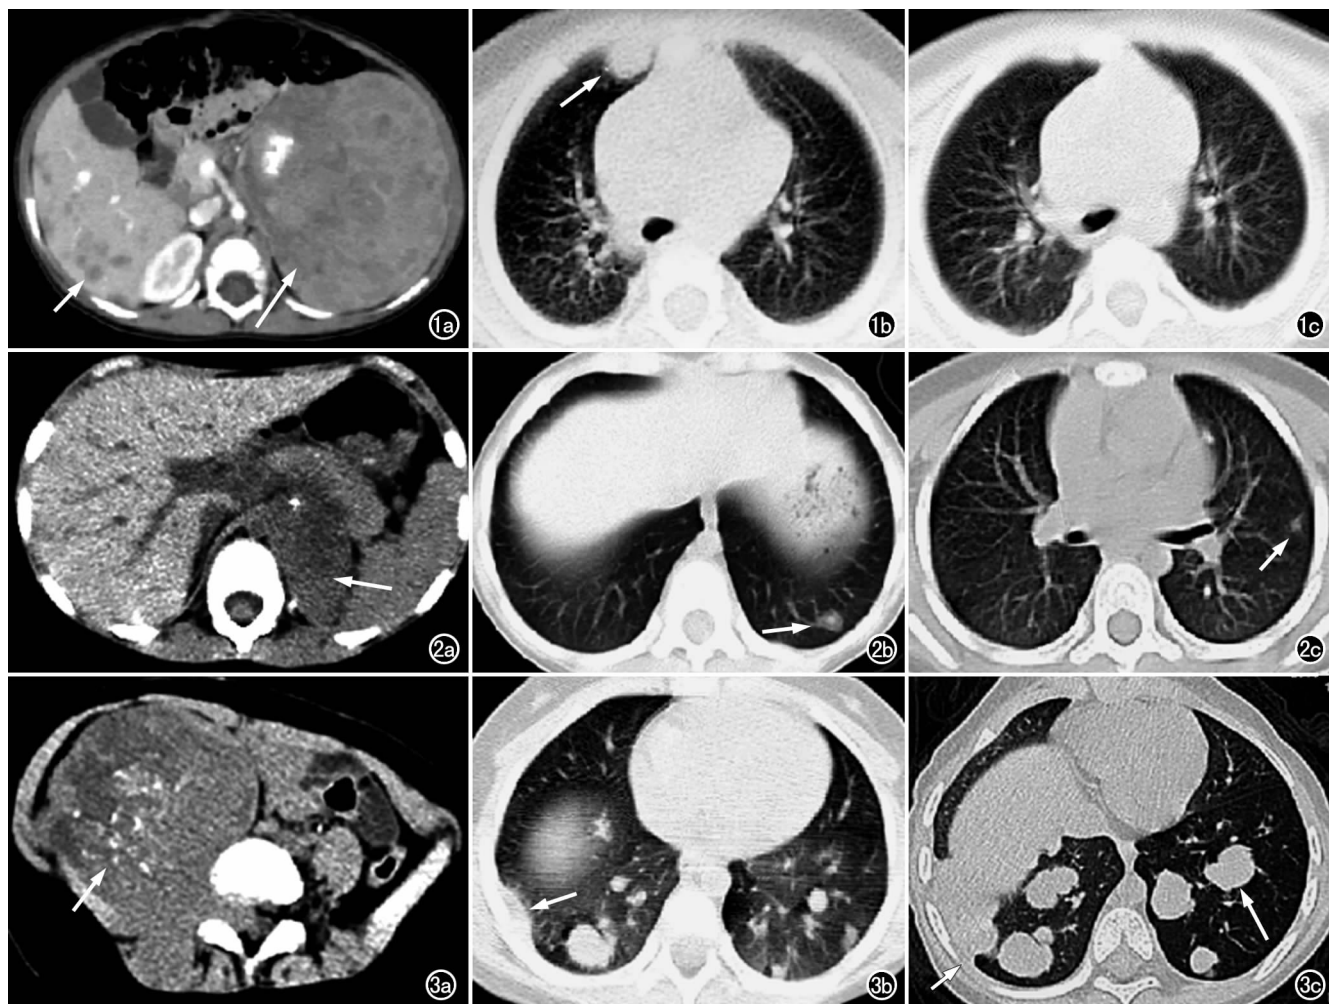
左肾上腺神经母细胞瘤肺转移。a) 腹部 CT 增强示左侧肾上腺肿瘤(长箭),越过中线生长,伴结节样钙化,不均匀强化,同时于肝内见多发转移灶呈环形强化(短箭);b) 胸部 CT 示右肺中叶单发结节,边界清晰,直径约 10 mm(箭);c) 化疗 2 个月后胸部 CT 示右肺中叶结节消失。图 2 左肾上腺神经母细胞瘤肺转移。a) 腹部 CT 检查示左侧肾上腺肿瘤(箭),其内见点状钙化;b) 化疗 4 个月后胸部 CT 示左肺下叶结节,呈中心实性外周磨玻璃影,边缘锐利(箭);c) 化疗 6 个月后胸部 CT 示左肺上叶结节,磨玻璃密度,边缘锐利,直径 <5 mm(箭)。图 3 腹膜后神经母细胞瘤肺转移。a) 腹部 CT 示右腹膜后肿瘤,其内见多发斑点状钙化(箭),肿瘤侵入椎管;b) 胸部 CT 示肺内多发实性及磨玻璃样结节,右侧胸膜局限性增厚(箭);c) 6 个月后复查肺内结节增多增大,边缘光滑或锐利(长箭),胸膜结节范围增大(短箭)。
